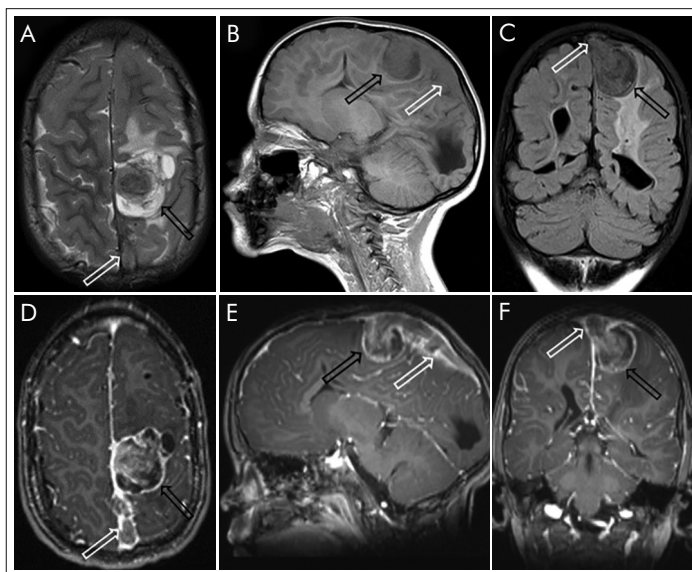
MRI images of the patient. A. T2-weighted sagittal image, B. T1-weighted axial image, C. FLAIR coronal image, D. postcontrast 3D T1-weighted axial image, E. postcontrast image – sagittal reconstruction, F. postcontrast image – coronal reconstruction. Black arrow – tumour, White arrow – thrombosed superior sagittal sinus
